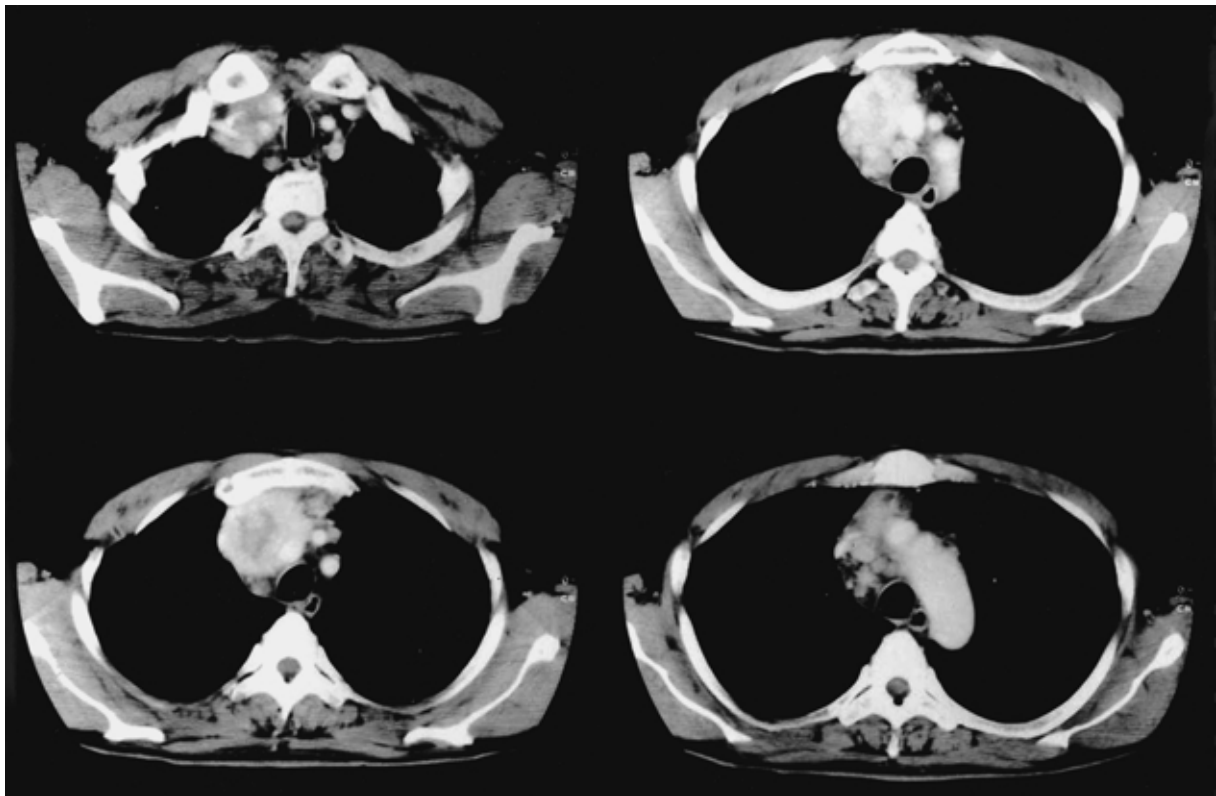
Chest CT shows a tumor in the anterior mediastinum with mediastinal lymph node swelling and compression of the adjacent great vessels.
